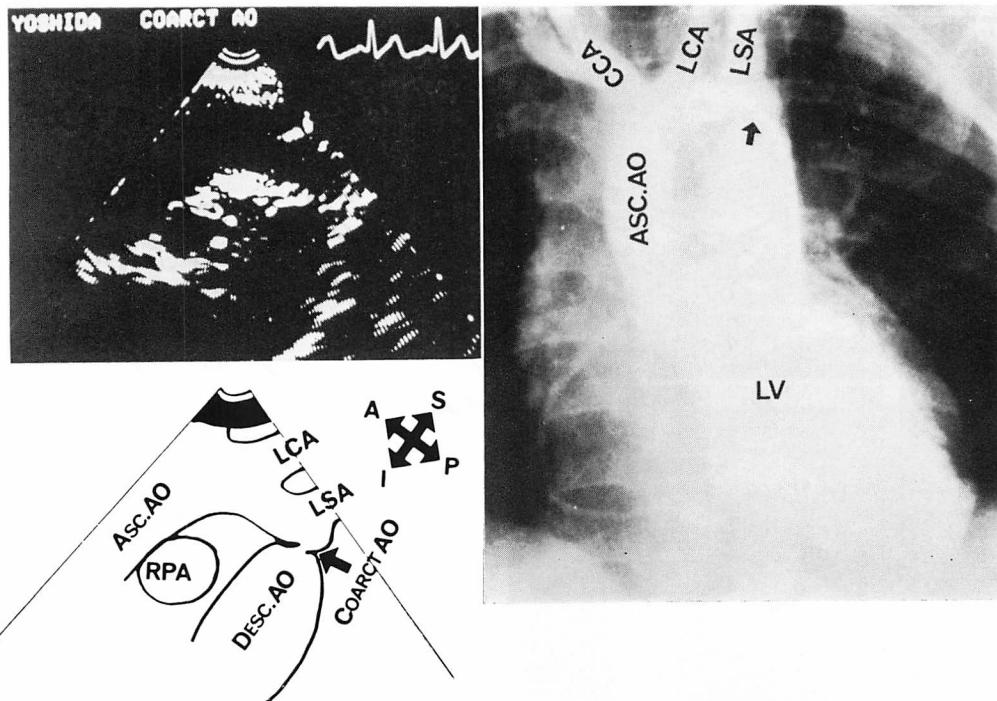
Two-dimensional echocardiogram and left ventriculogram from Case 4 (4-year-old boy).
